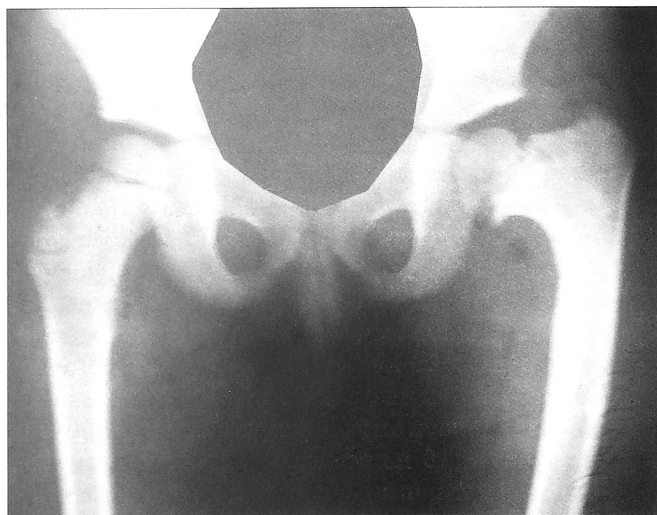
Рентгенограмма тазобедренных суставов пациента с постостеомиелитической варусной деформацией шейки бедренной кости.
